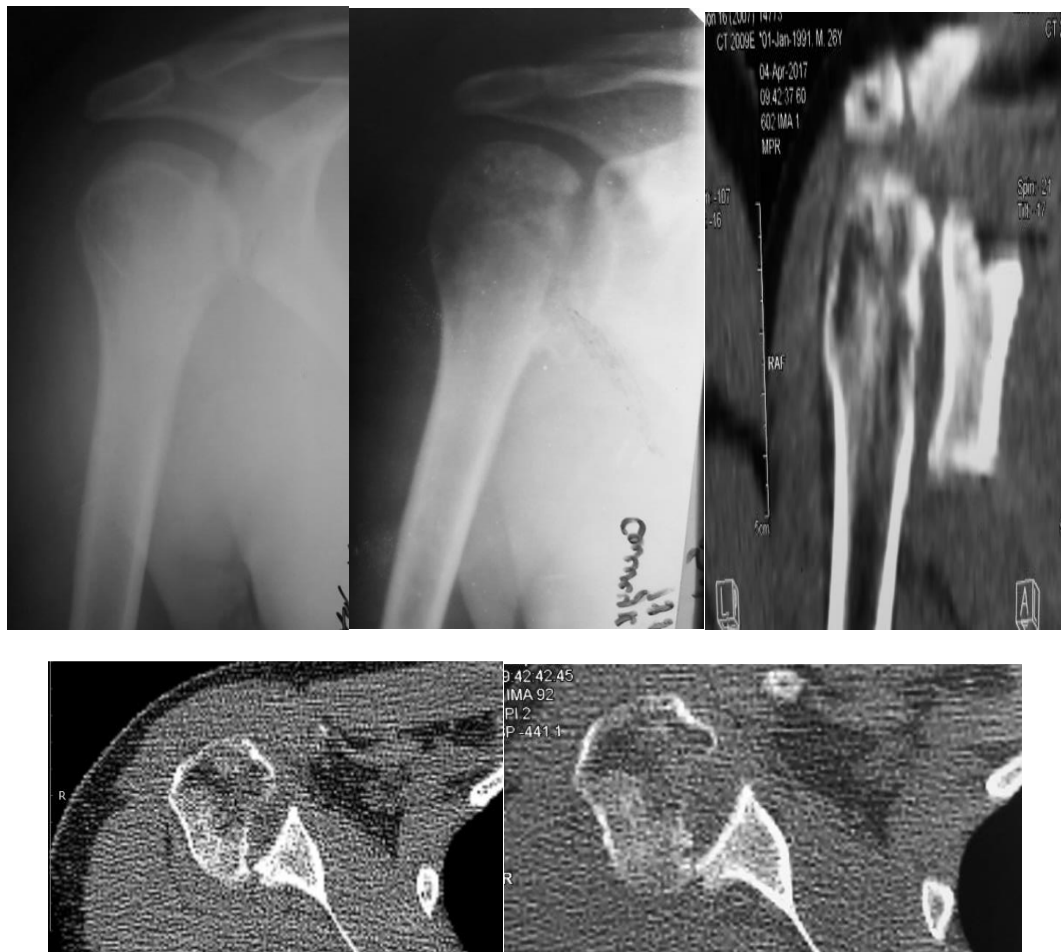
Рентгенограми та КТ хворого
